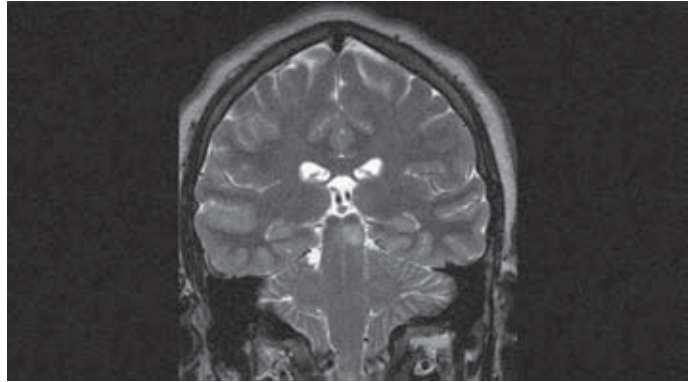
Imagen coronal de RM en secuencia T2. Se observa lesión hiperintensa, focal en *tectum* o tubérculos cuadrigéminos.
